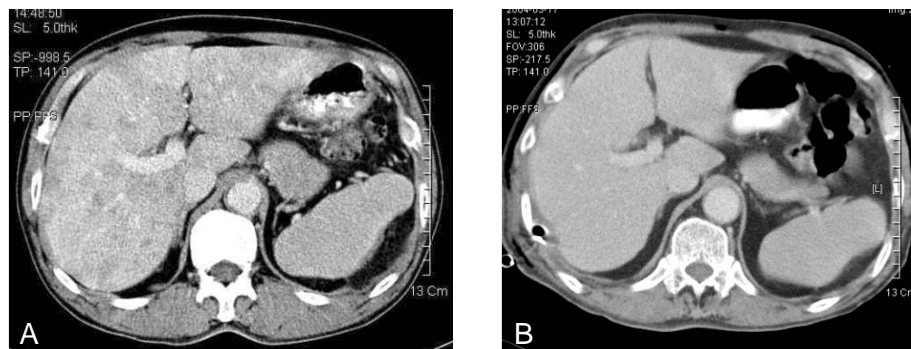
Abdominal CT scan(A) showed multiple ill defined low density lesions in the entire liver. These lesions disappeared Seven months later(B).
